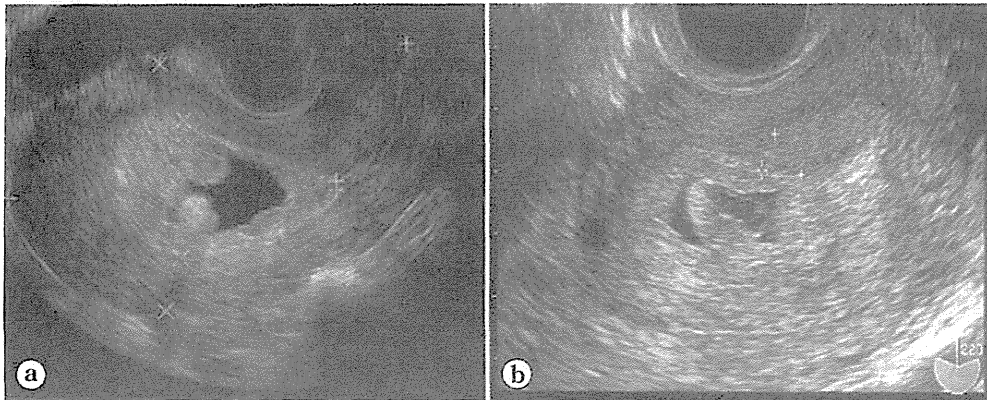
妊娠早期胞状奇胎の経膣超音波断層法所見：全胞状奇胎
